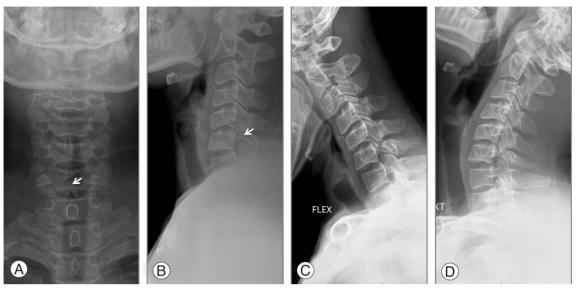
(A) Anteroposterior radiograph of the cervical spine showing spina bifida occulta at C6. (B) Lateral radiograph revealing a well-corticated defect (arrow) between the superior and inferior articular pillars, dysplastic changes of the facet. (C, D) Flexion and extension views no evidences of instability.
